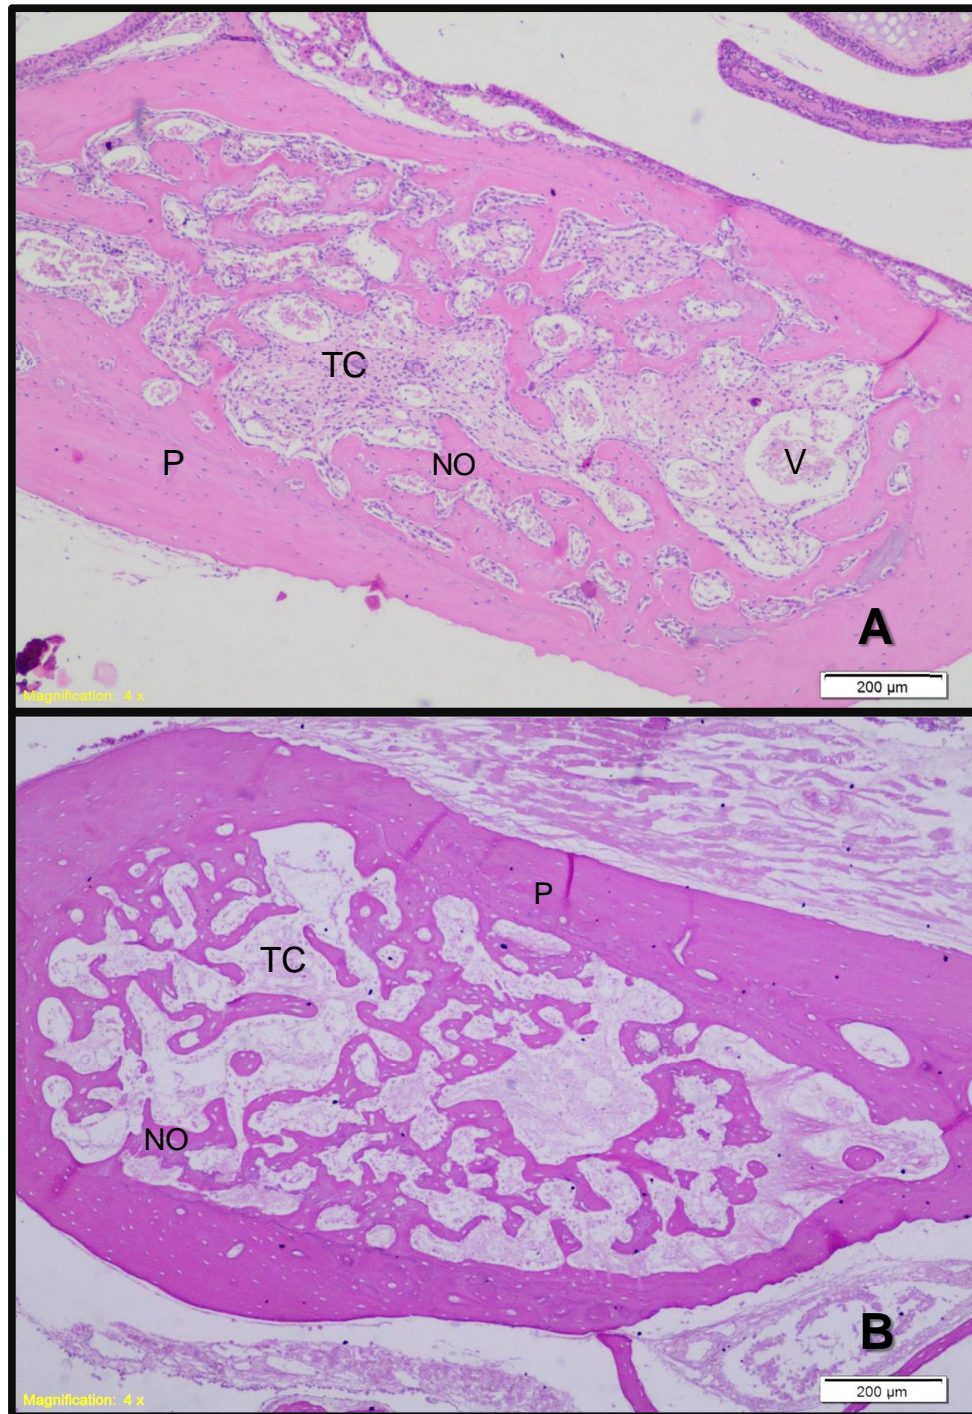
Grupos I e III, período de 14 dias. A) Grupo I: o alvéolo está preenchido por te tecido conjuntivo (TC) e pequena neoformação óssea (NO) próxima as paredes do alvéolo (P), sem muitas projeções para o centro. Alguns vasos podem ser notados (V). B) Grupo III: apresenta neoformação óssea (NO) próxima as paredes do alvéolo (P) com projeções para o centro do alvéolo, além da presença de tecido conjuntivo (TC).ColoraçãoH.E. Fonte: Elaborado pela autora.
